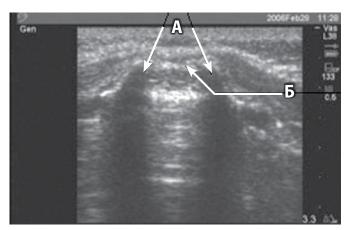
УЗИ-картина. А — рога крестца (cornu sacrales), Б — крестцовокопчиковая мембрана.
